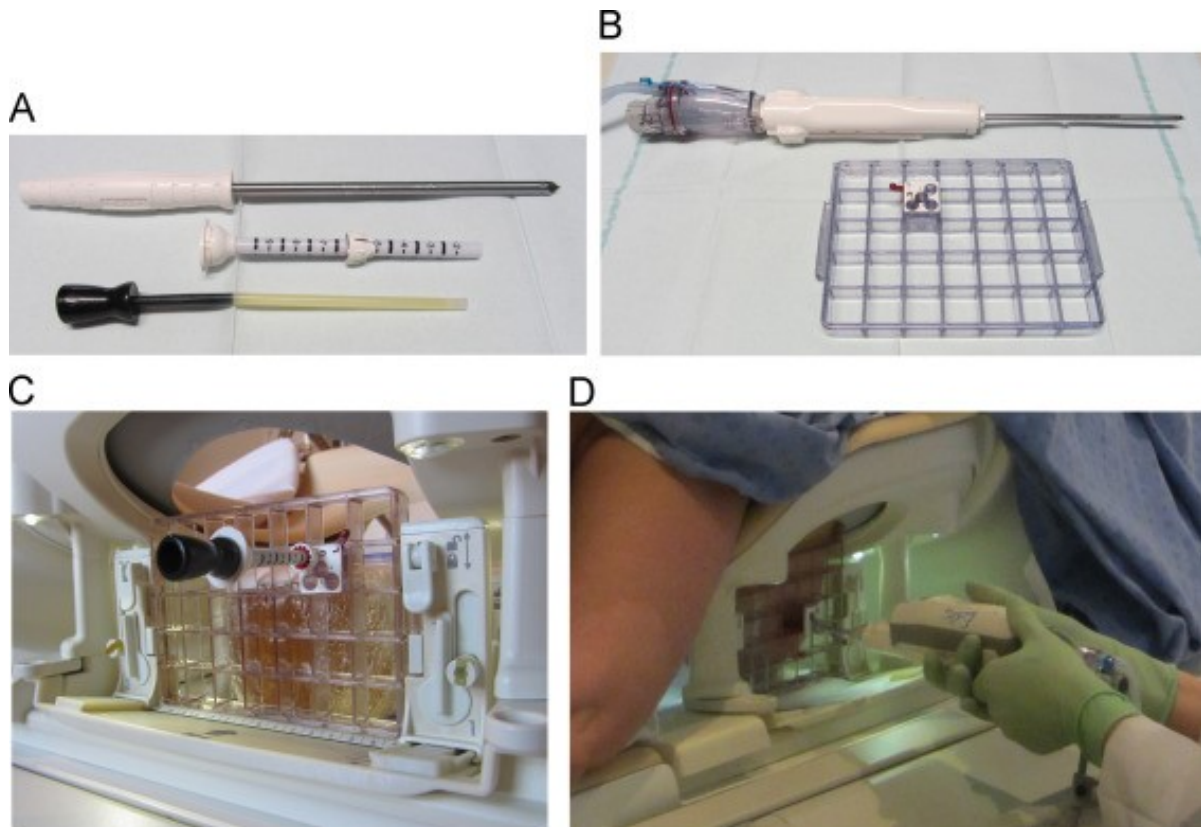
Equipment für die MRT-VAB. A: Koaxialsystem bestehend aus einem Plastikintroducer mit numerischer Markierung und Nadeltrokar. Ebenso dargestellt ist ein Obturator. B: Lokalisierungsgitter und Führungsblock sowie Biopsievorrichtung zur Sammlung der Stanzzyylinder. C: Lokalisierungsgitter und Führungsblock am Beispiel eines Phantoms positioniert. D: Durchführung der Biopsie durch einen Radiologen. Die Patientin ist in Bauchlage gelagert, die Arme sind über dem Kopf positioniert[51].
